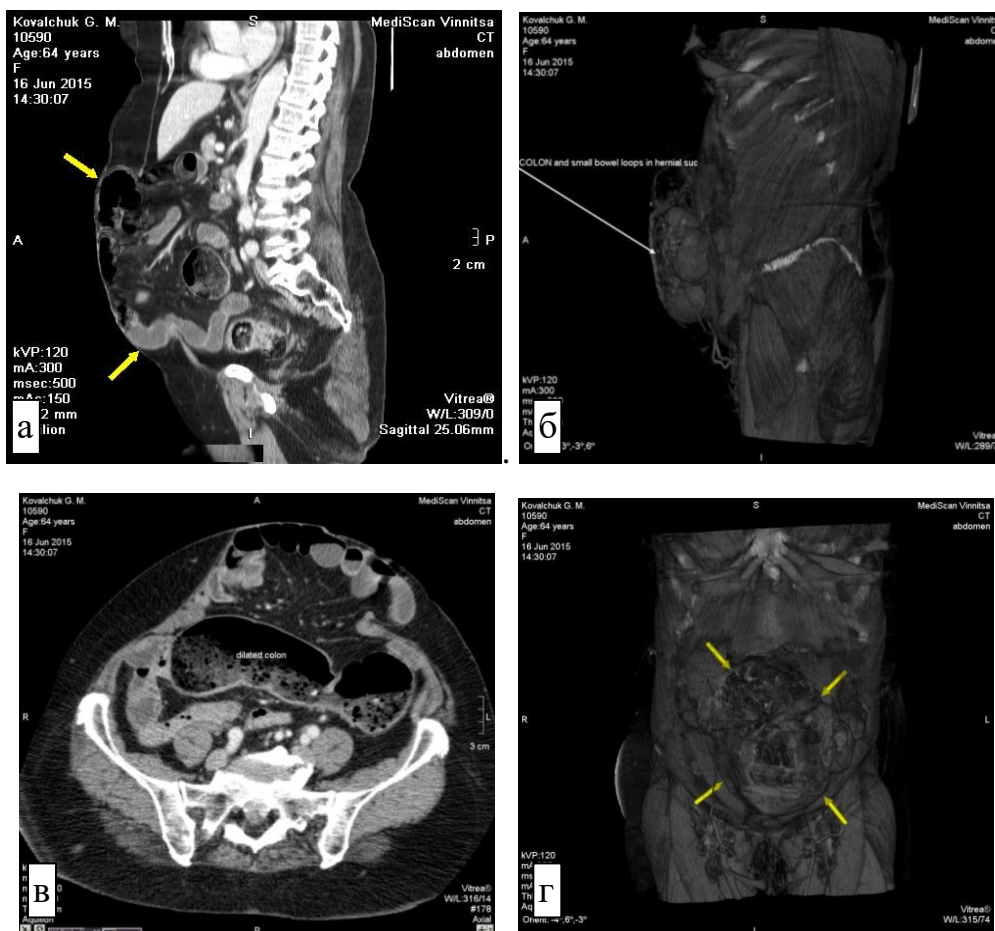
(а, б, в, г). СКТ – знімки хворої К. з ПОГВГ.
